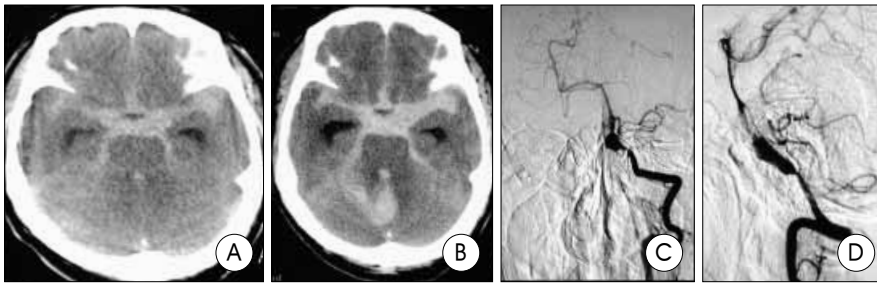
Early rebleeding case. A : Initial brain computed tomography(CT) image shows subarachnoid hemorrhage(SAH) around posterior fossa. B : Follow up brain CT image shows more dense SAH in whole cistern after rebleeding and compressed brain stem. C&D : Angiographic images show fusiform dissecting aneurysm of the left vertebral artery.
